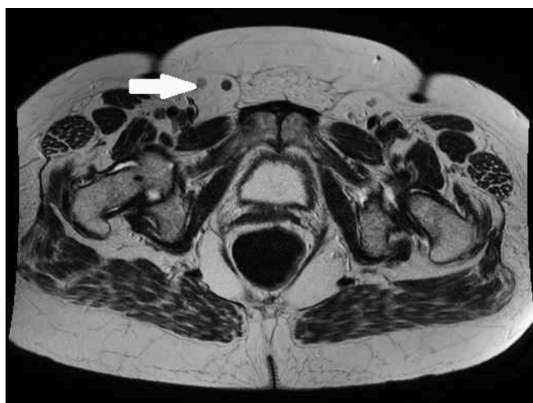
МРТ-контроль после проведенных курсов химиотерапии. Отмечается уменьшение паховых лимфоузлов справа
